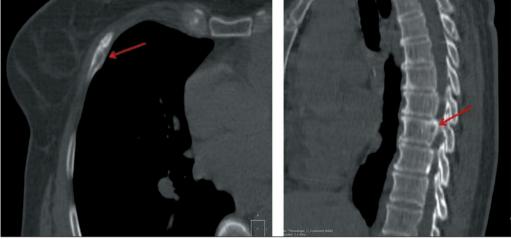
Данные КТ ОГК больной Her2-позитивным раком молочной железы, выполненные через 6 мес после введения «^{99m}Tc-ADAPT6». В основании дужки Th IX визуализируется участок повышенной плотности диаметром 10 мм, в правом заднем секторе тела Th VIII определяется участок деструкции диаметром 9×11 мм с разрушением кортикальной пластинки, зоной склероза; в переднем отрезке 5-го ребра справа выявлен участок литической деструкции со вздутием и склерозированными контурами диаметром 6×13 мм
